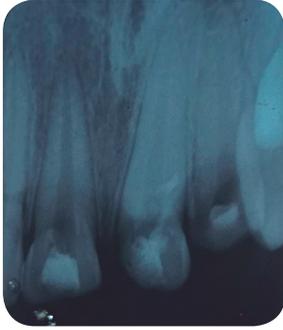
Radiografía aperturas de 1-1, 2-1 y 2-2.
